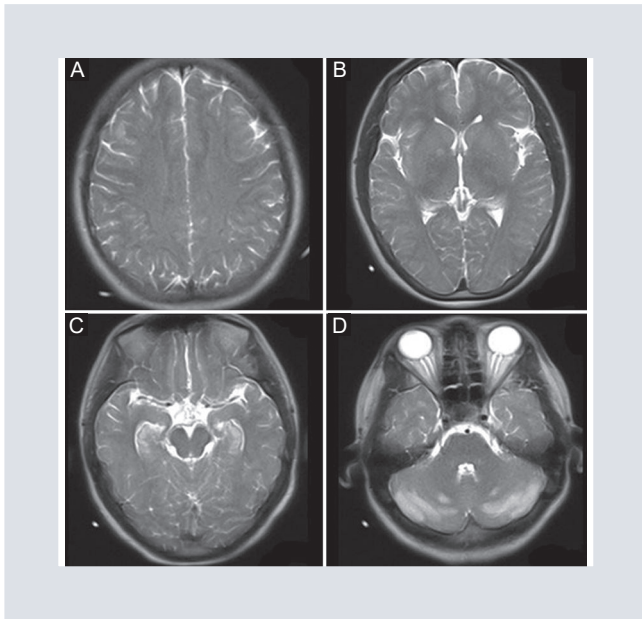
Adquisiciones axiales de resonancia magnética en secuencia T2. A: se observa sustancia blanca periventricular hiperintensa de manera simétrica. B: el globo pálido presenta áreas redondas hiperintensas. C: las regiones hipocámpicas. D: los lóbulos posteriores del cerebelo también presentan aumento en la intensidad de señal.
